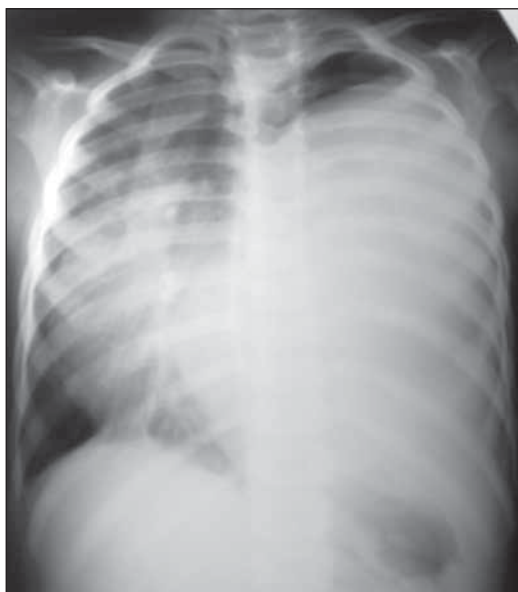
Radiografie toracică antero-posterioară
